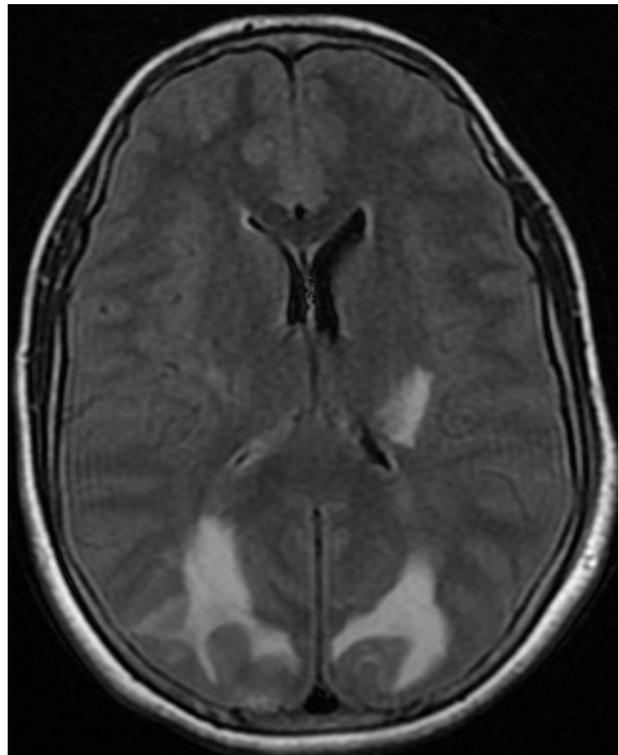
IRM cérébrale séquence Flair en coupe axiale montrant des lésions hyper signales occipitales bilatérales et centre semi-ovale gauche.
